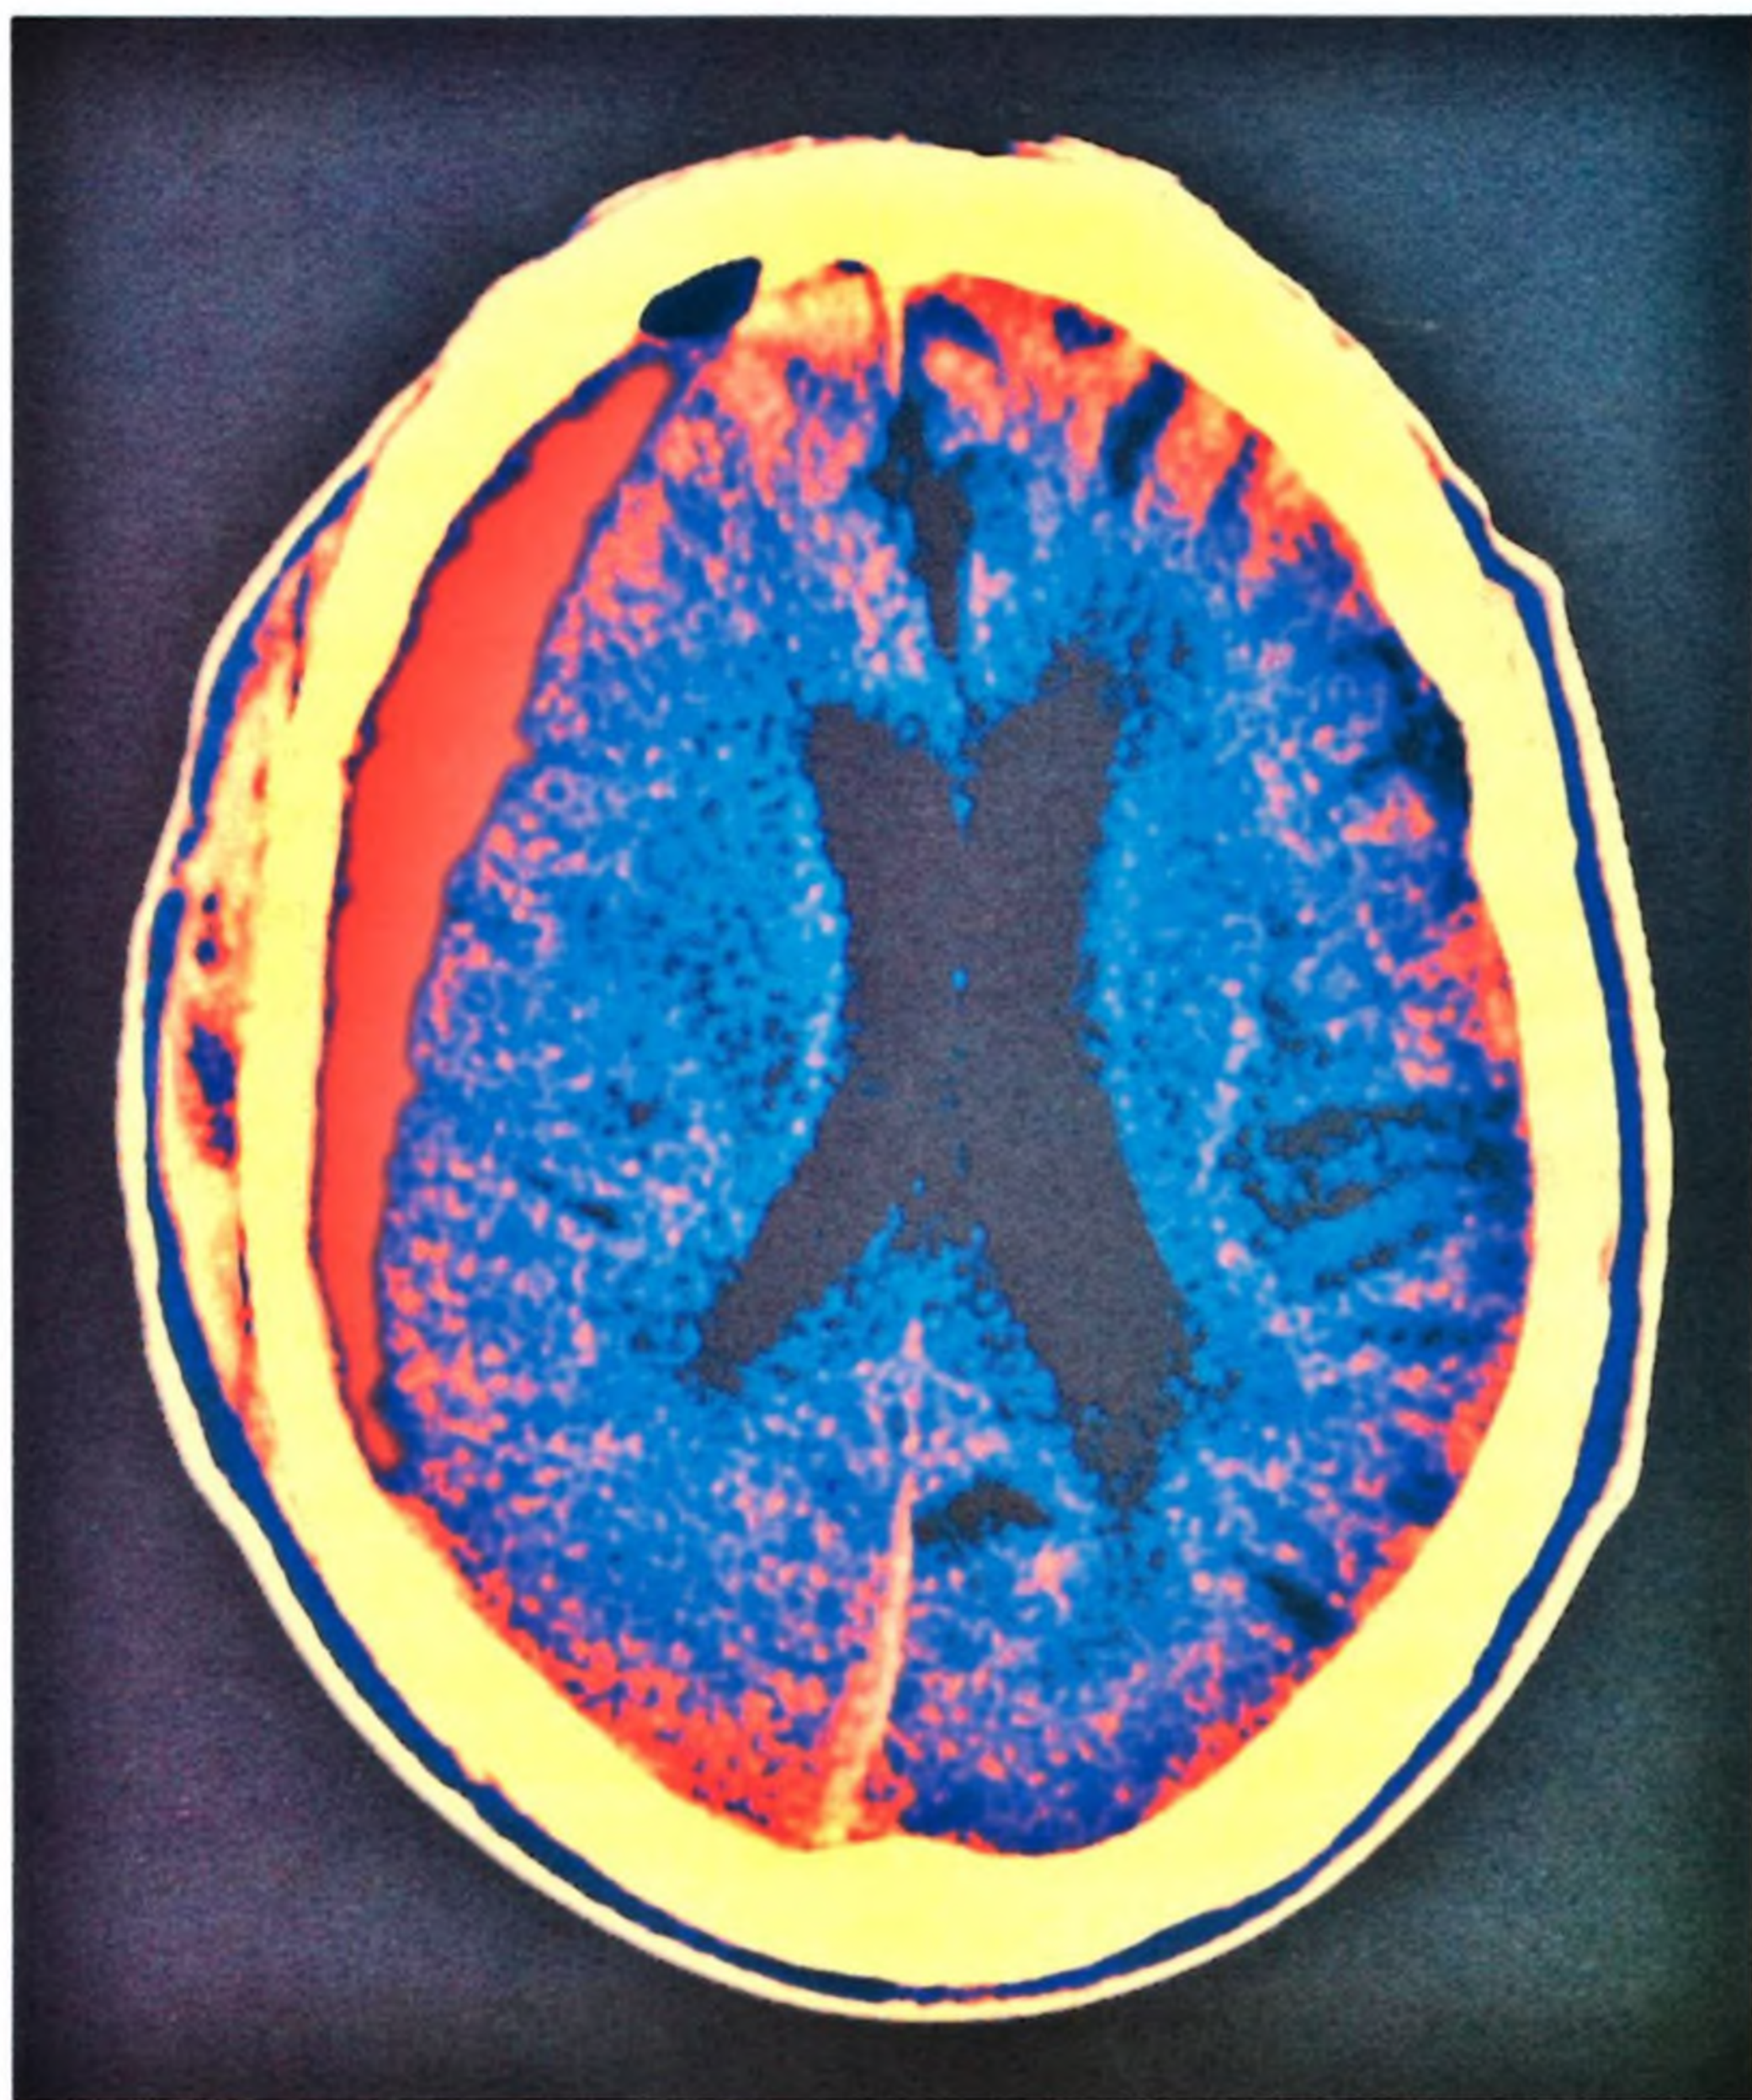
TC de um hematoma subdural. Observe que o hematoma subdural deslocou o ventrículo lateral esquerdo.
